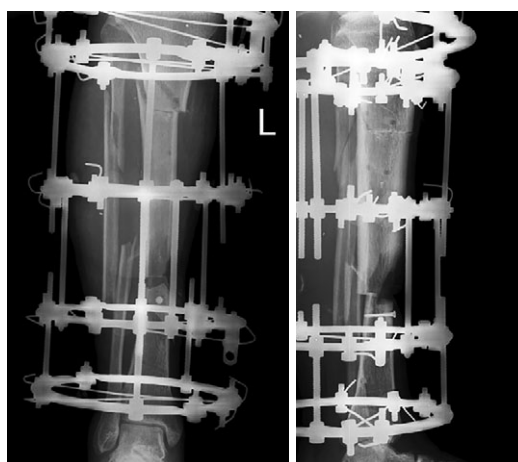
Рентгенограммы голени в прямой и боковой проекциях после остеотомии большеберцовой кости в верхней трети
